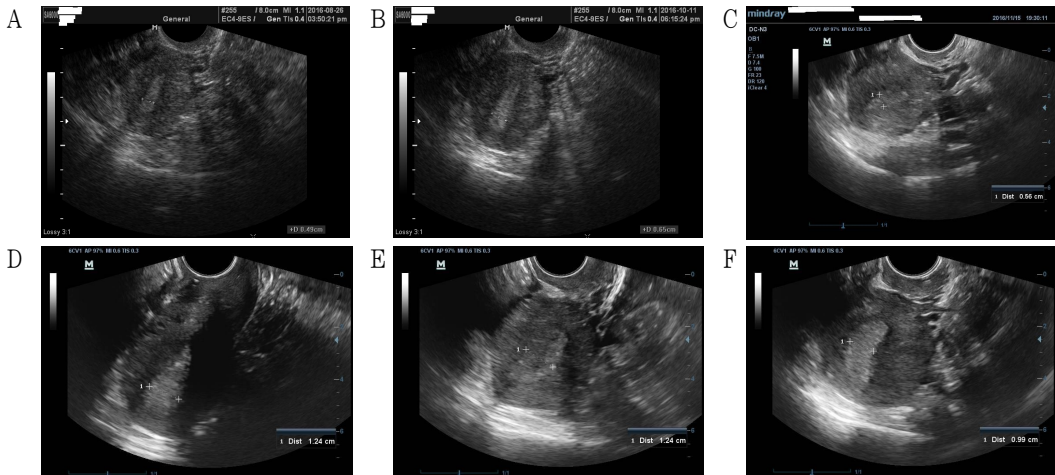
Endometrium ultrasonography by hormone cycle.
